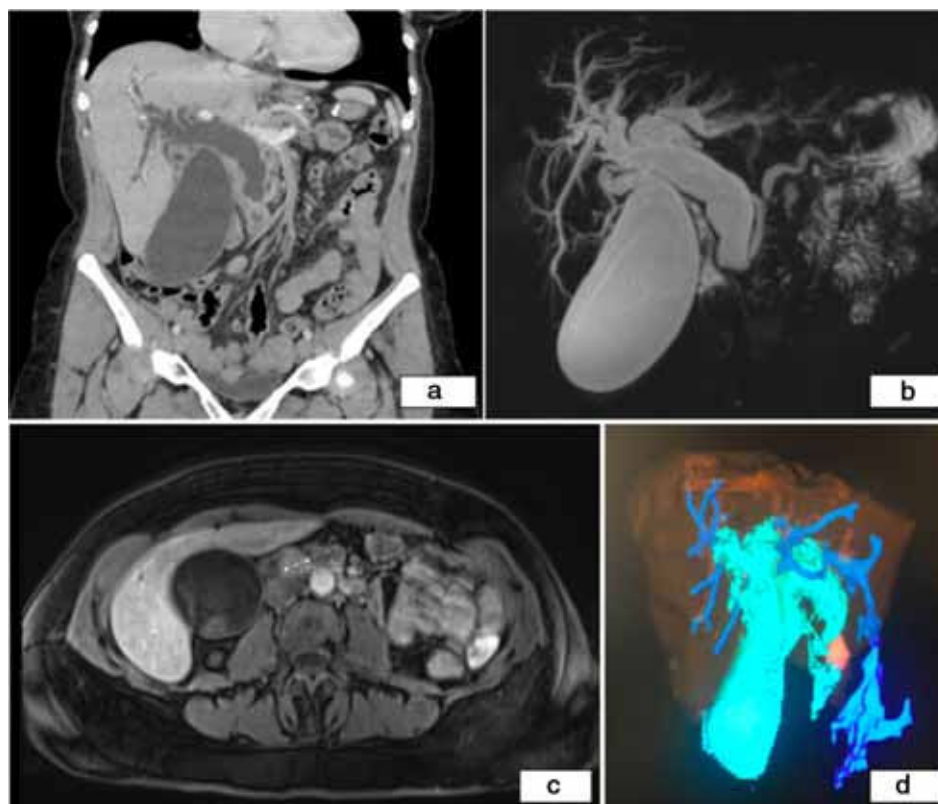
a) TC abdominal con contraste ev (reconstrucción en plano coronal). Vesícula biliar hidrópica y dilatación de la vía biliar intrahepática y del colédoco (23 mm), con cambio brusco de calibre a nivel de la papila de Vater; b y c) CPRM que muestra vía biliar marcadamente dilatada con cambio abrupto de calibre en colédoco distal-prepapilar, coincidiendo con la presencia de una lesión nodular de 17 mm captante tras la administración de contraste ev que podría corresponder a ampuloma (b: reconstrucción volumétrica MIP coronal y c: imagen axial T1-FS con contraste ev en fase arterial); d) Reconstrucción utilizando el software Myrian® de Intrasure® en la que podemos objetivar en azul celeste la vesícula aumentada de tamaño y la vía biliar dilatada y en naranja el ampuloma.
